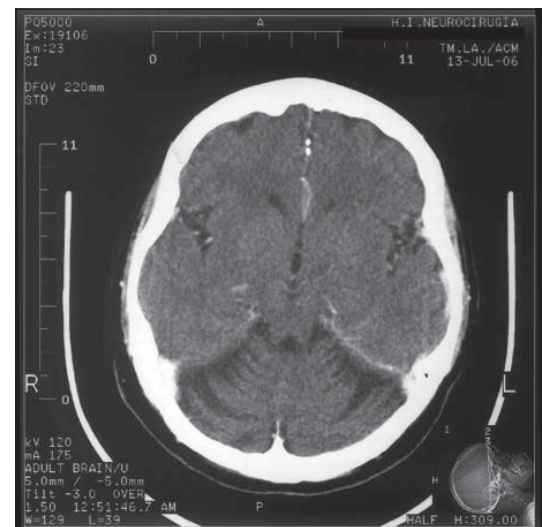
Tomografía axial computarizada de cerebro revela aumento de la folias cerebelosas. 7 enero 2000.
